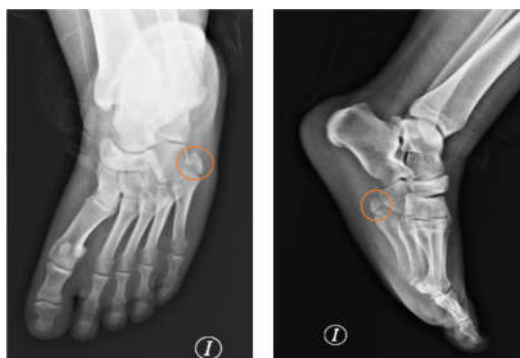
Radiografías AP y LAT pie izquierdo realizadas en el servicio de urgencias con diagnóstico de fractura de la base de 5 metatarsiano.
